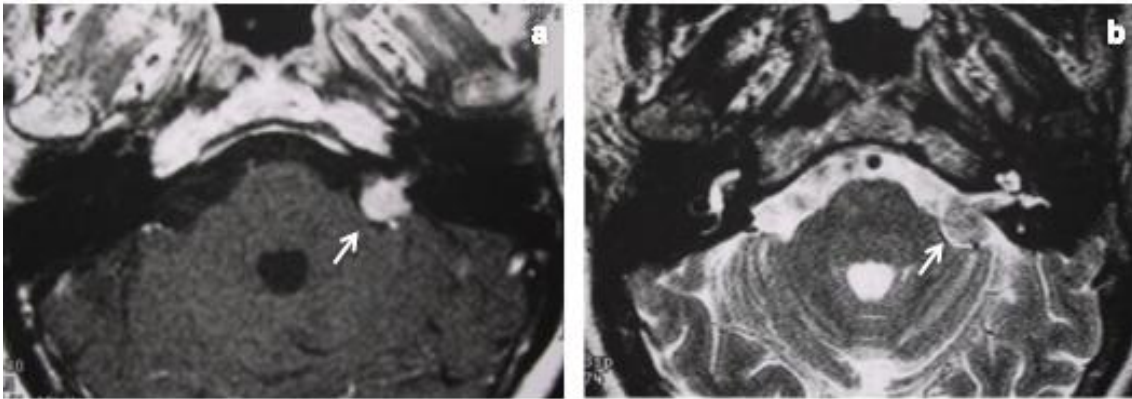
Imágenes de RM en plano axial en las cuales se observa SV izquierdo (flechas) en imagen potenciada en T1 con contraste (a) y en imagen potenciada en T2 (b).
